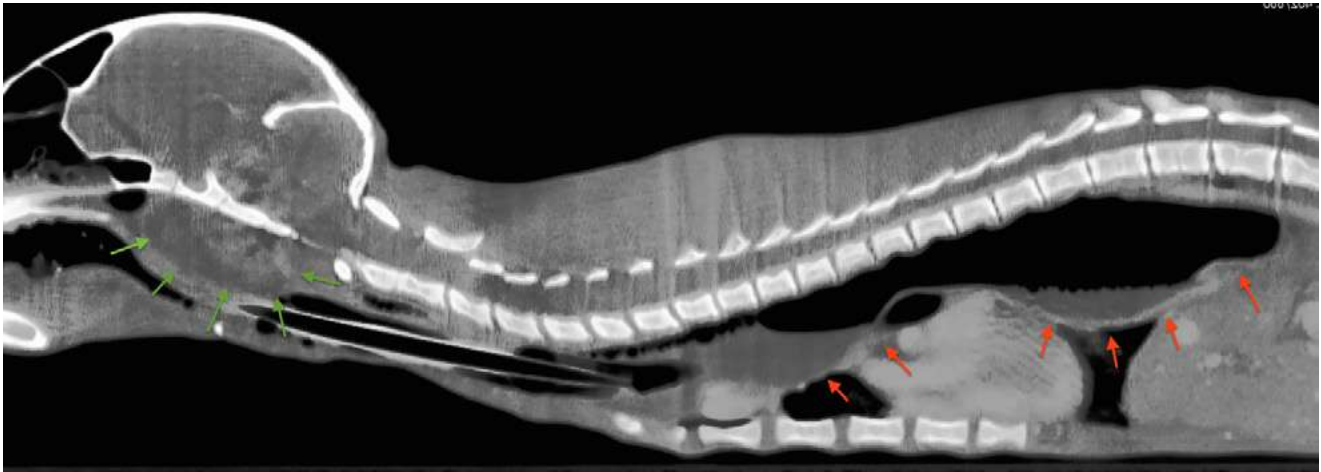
imagen de TC: Corte sagital en el que se aprecian tanto el pólipo (flechas verdes) como el megaesófago (flechas rojas)
